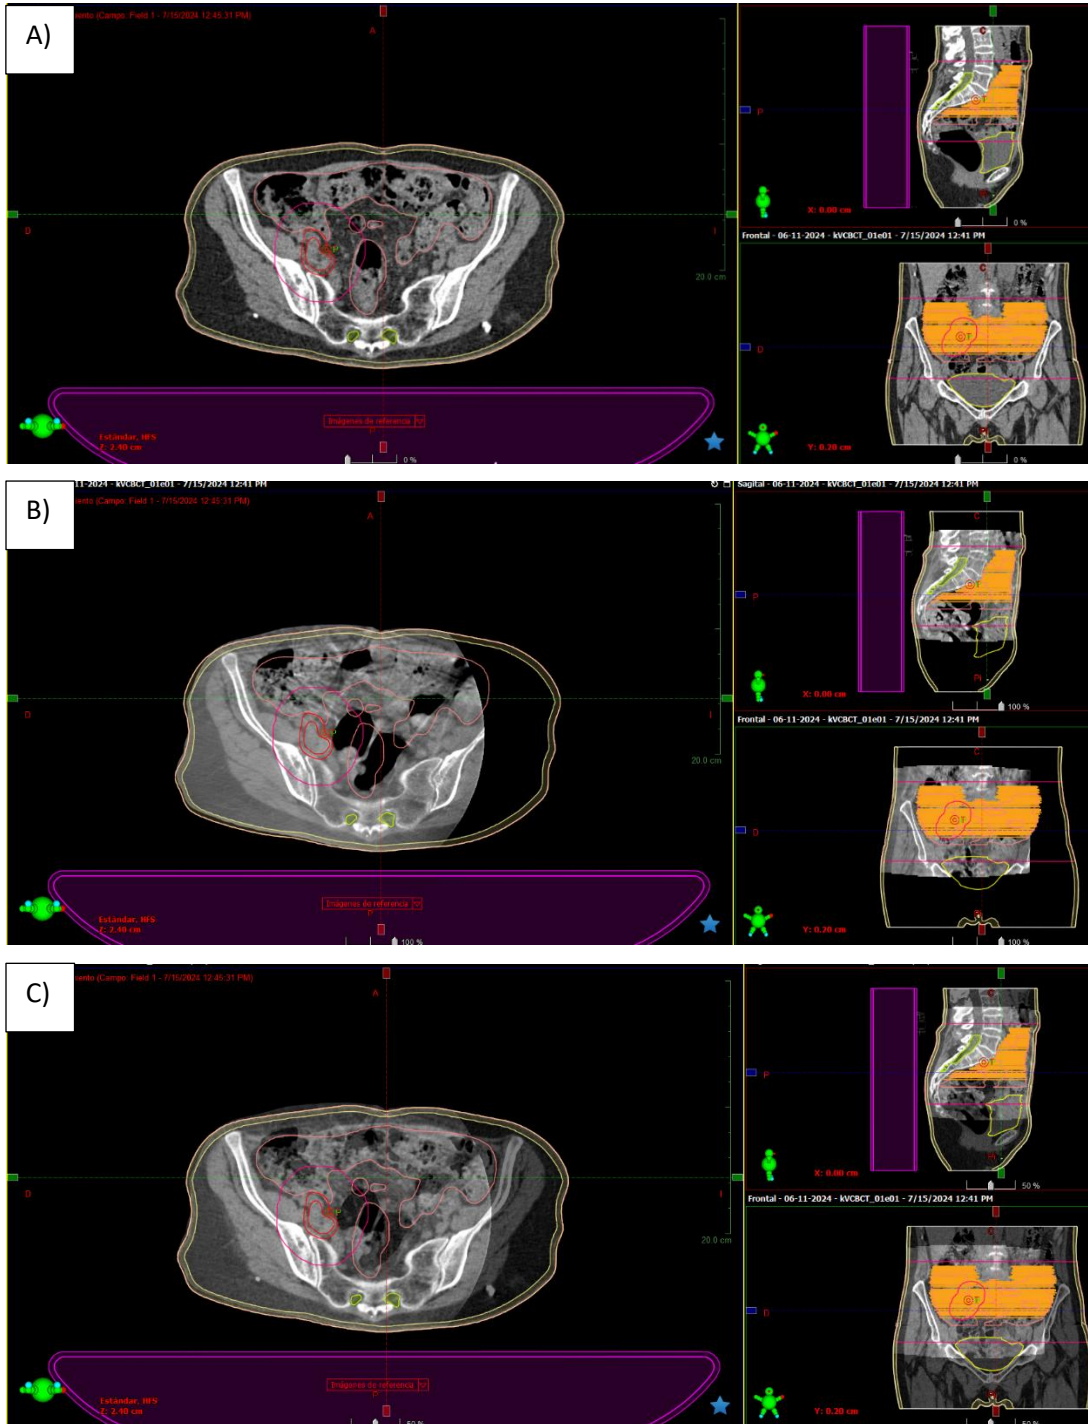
A) Imagen CT de la simulación del paciente. B) Imagen de CBCT obtenida el día de tratamiento. C) comparación entre las imágenes de la simulación y el CBCT.
